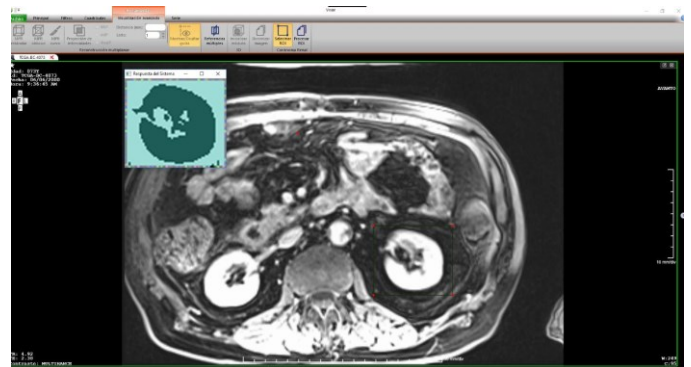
Componente integrado al sistema XAVIA PACS donde detecta *CCR* en una imagen de tomografía abdominal.
